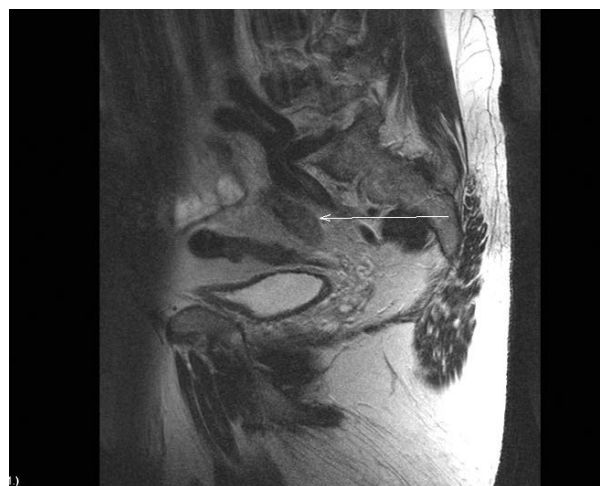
Опухоль нижней трети правого мочеточника (МРТ-картина).
